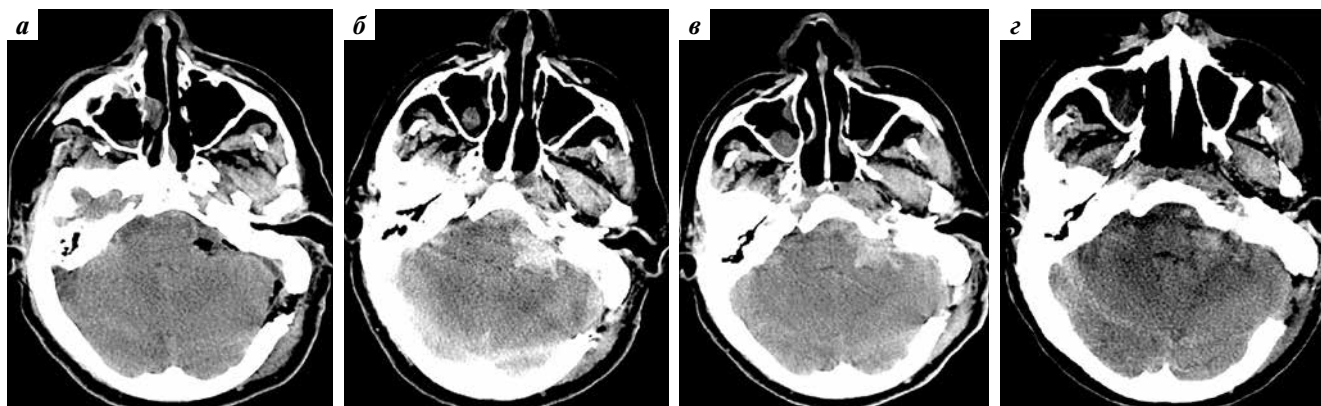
Послеоперационные компьютерные томограммы: а — на 1-е сутки; б — на 5-е сутки; в — на 11-е сутки; з — на 14-е сутки
